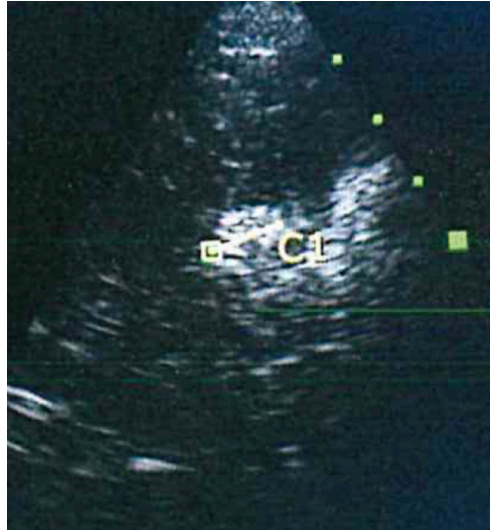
S4表面に1.2cm大の高エコー領域を認め肝癌の再発と考えられた
